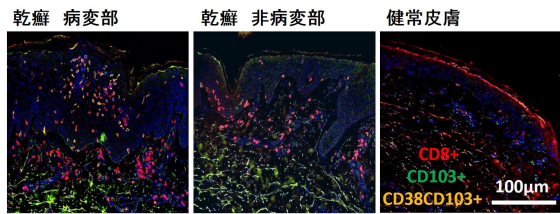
乾癬皮膚を CD8 (赤)、CD103 (緑) で免疫染色したところ、病変部、非病変部ともに健常皮膚と比較して表皮内に CD103 陽性 CD8  $T_{RM}$  が多く分布していることが判明した。
